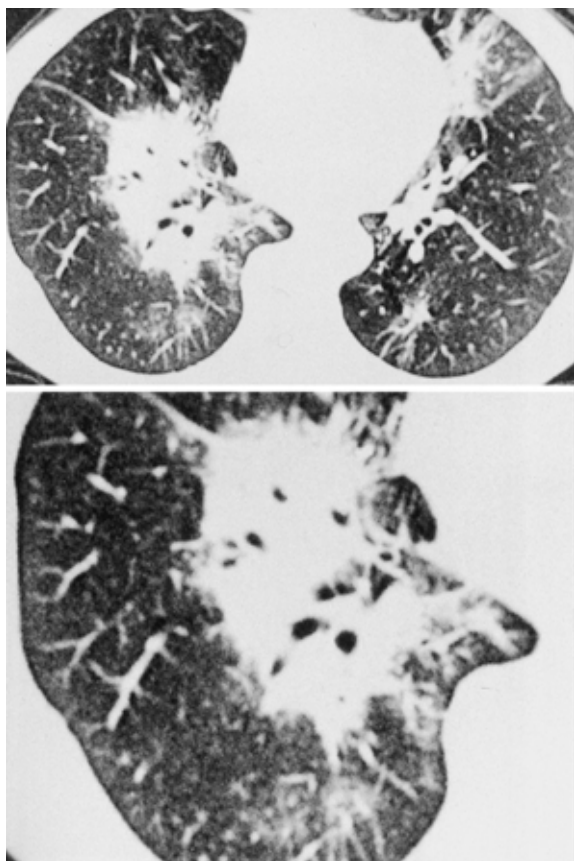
CT scan of the lung pulmonary windows shows air-space consolidation with ill-defined margin, bronchogram, and a ground glass opacity lesion in the right lower lobe.
